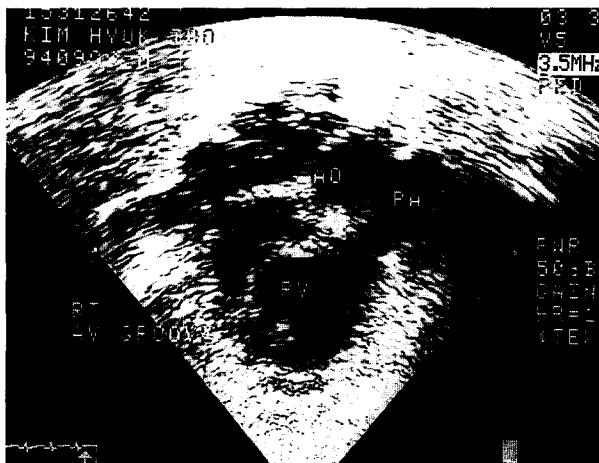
Postoperative echocardiography
